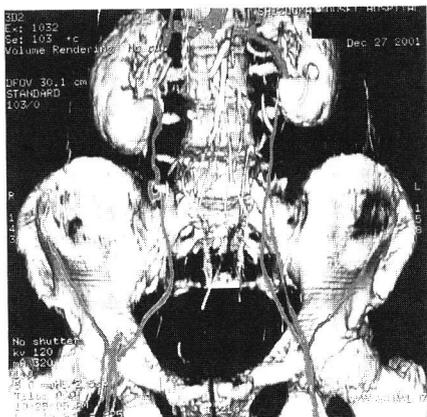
術前3次元-computed tomography
